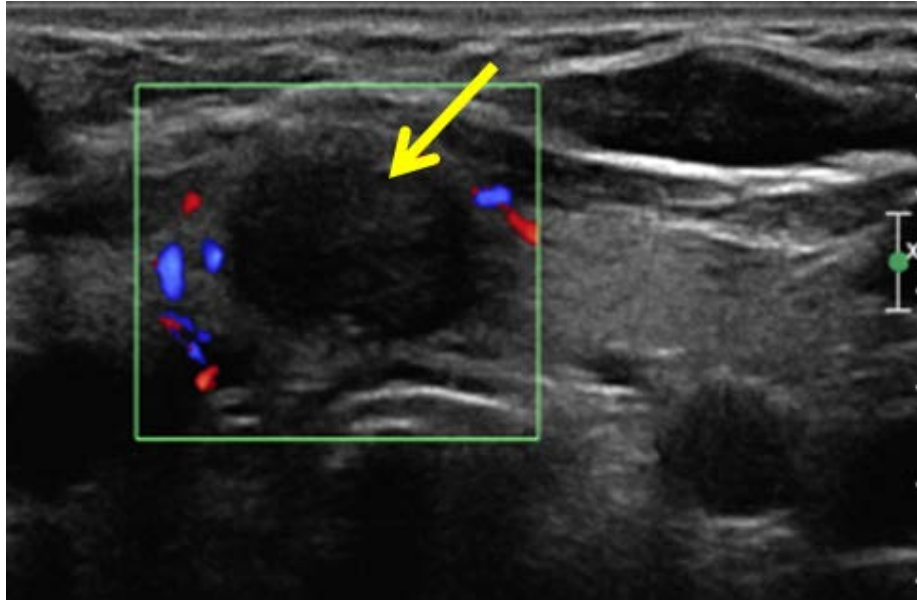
Estudio con Doppler color. Nódulo en el que NO se detecta vascularización. Nódulo coloide.
